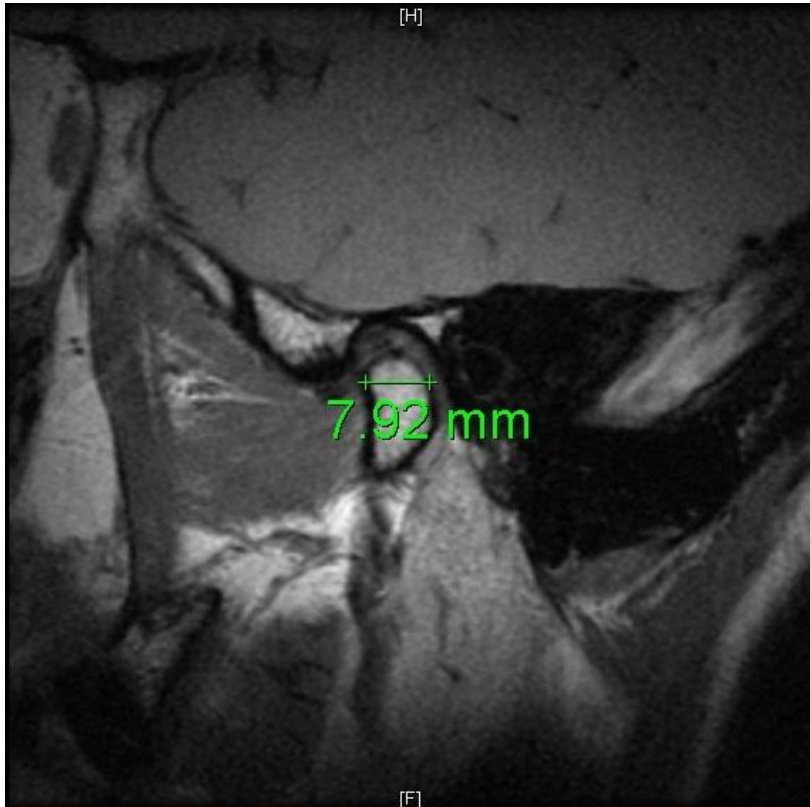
Mensuração do tamanho da cabeça da mandíbula (D1) em IRM.
